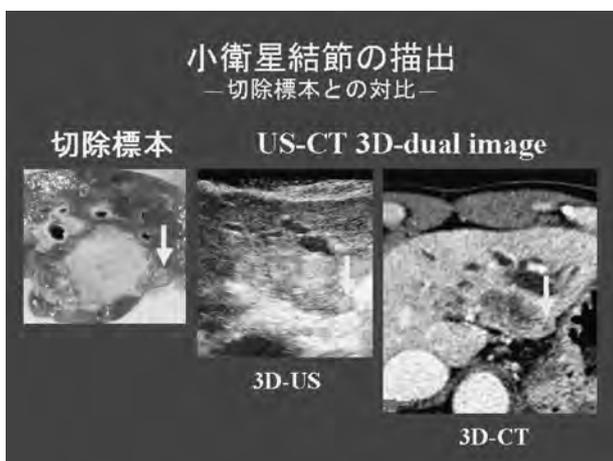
US-CT 3D-dual image による小衛星結節の描出 (切除標本との対比)
